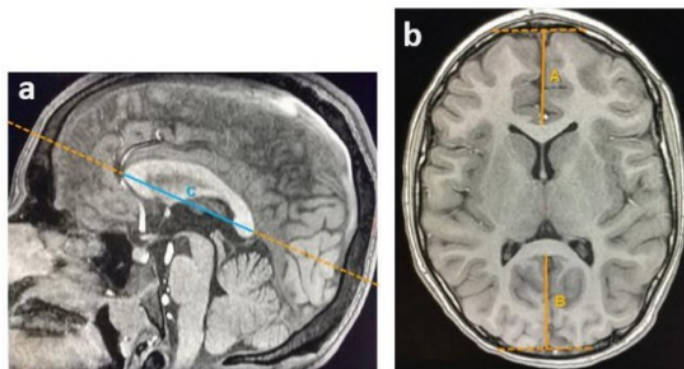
Imágenes de RM con técnica de T1 SPGR en plano axial (b) obtenido mediante reformateo multiplanar a partir del plano sagital (a). b. Se muestran las 2 mediciones en este plano: Distancia entre el borde rostral del cerebro y el borde rostral de la rodilla del CC (Línea A), y distancia entre el borde caudal del cerebro y el borde caudal del esplenio (Línea B).
